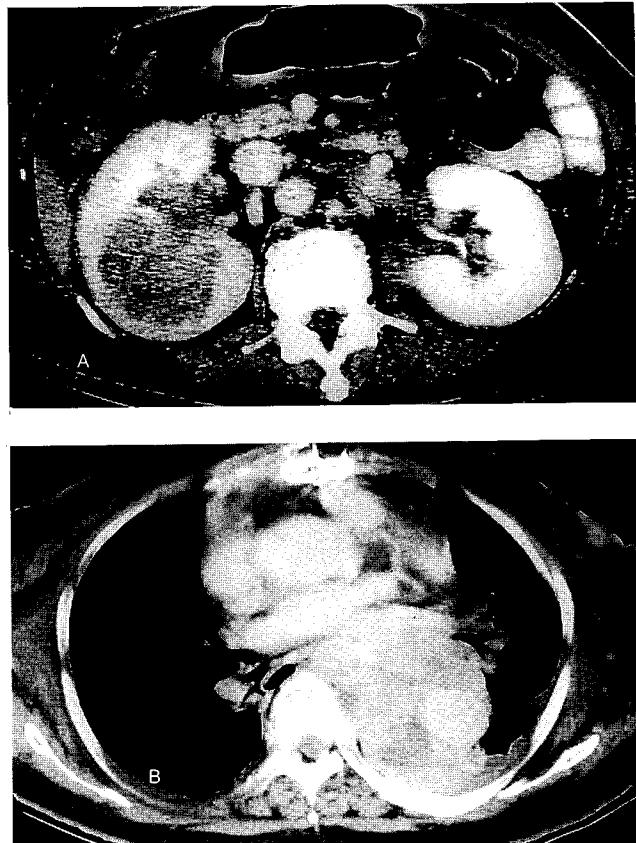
Transaxial computed tomographic scan shows renal cell carcinoma (A) and rupture and dissection associated with hemothorax (B) (patient 3).
